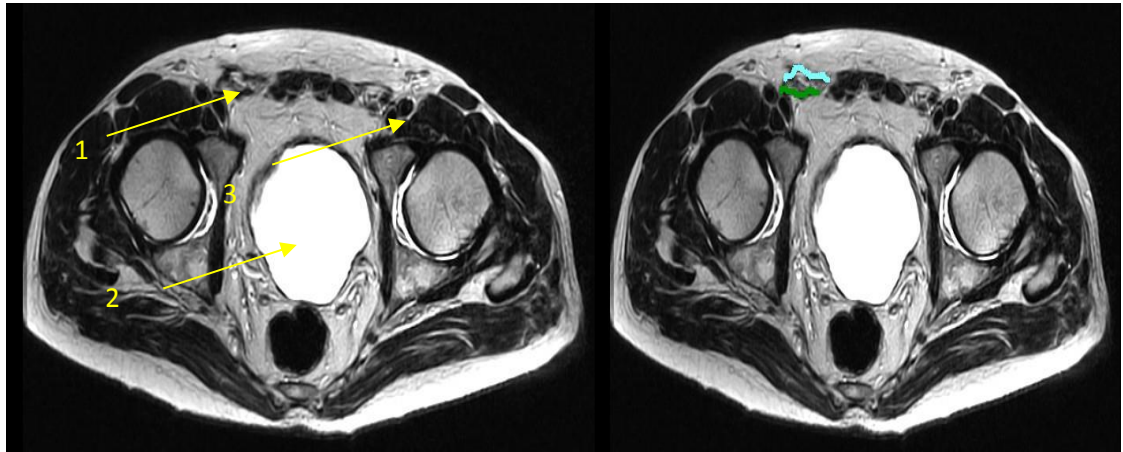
МРТ після ТАРР герніопластики зліва з нерівномірністю п/о рубця. 1 грубий сполучнотканний рубець в області пахвинного каналу, 2 - сечовий міхур, 3 - клубові судини. Блакитна і зелена лінії показують межі грубого і нерівномірного післяопераційного рубця навколо поліпропіленового імплантату після ТАРР пластики.
